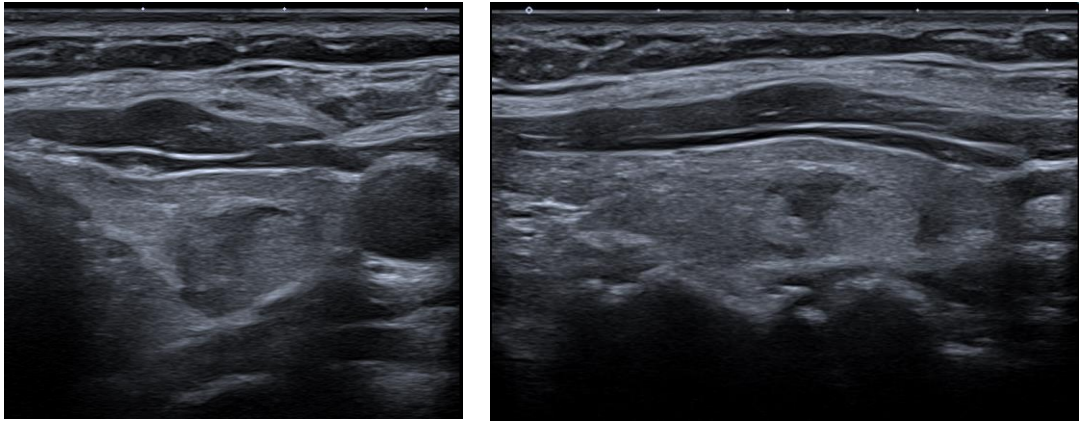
УЗИ щитовидной железы: очаговое образование в правой доле (В – режим).
